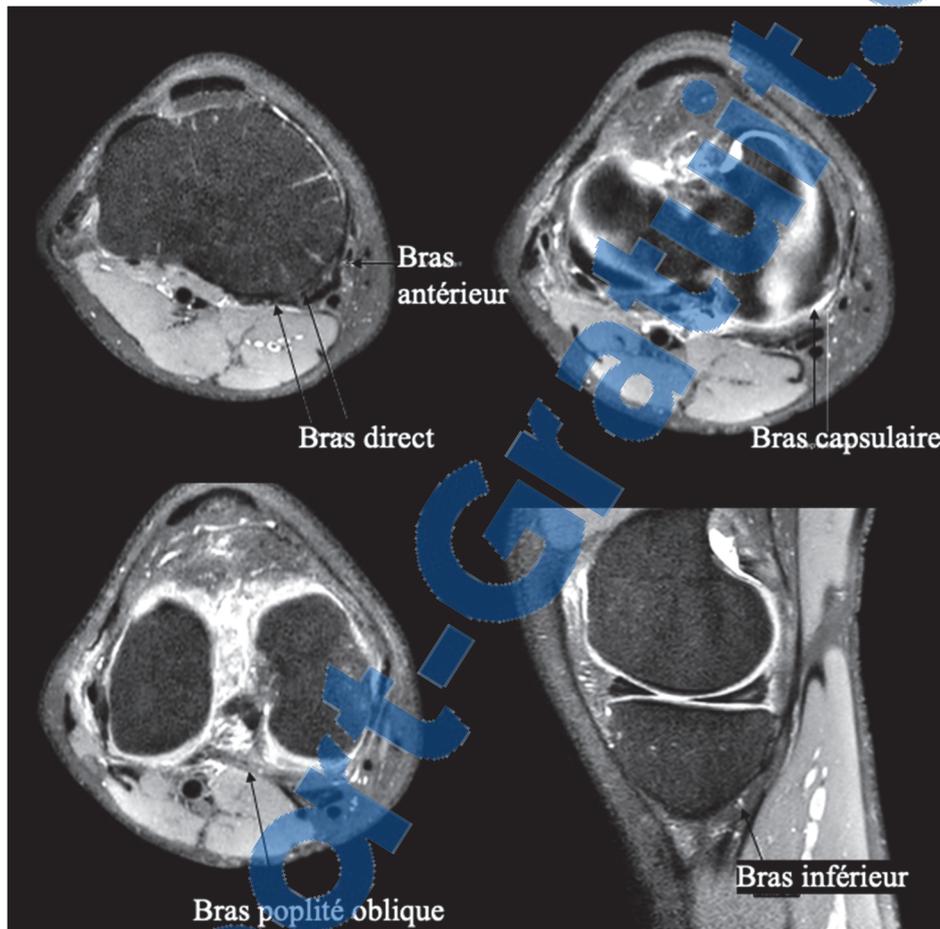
Les différentes insertions du tendon semi membraneux distal en IRM
